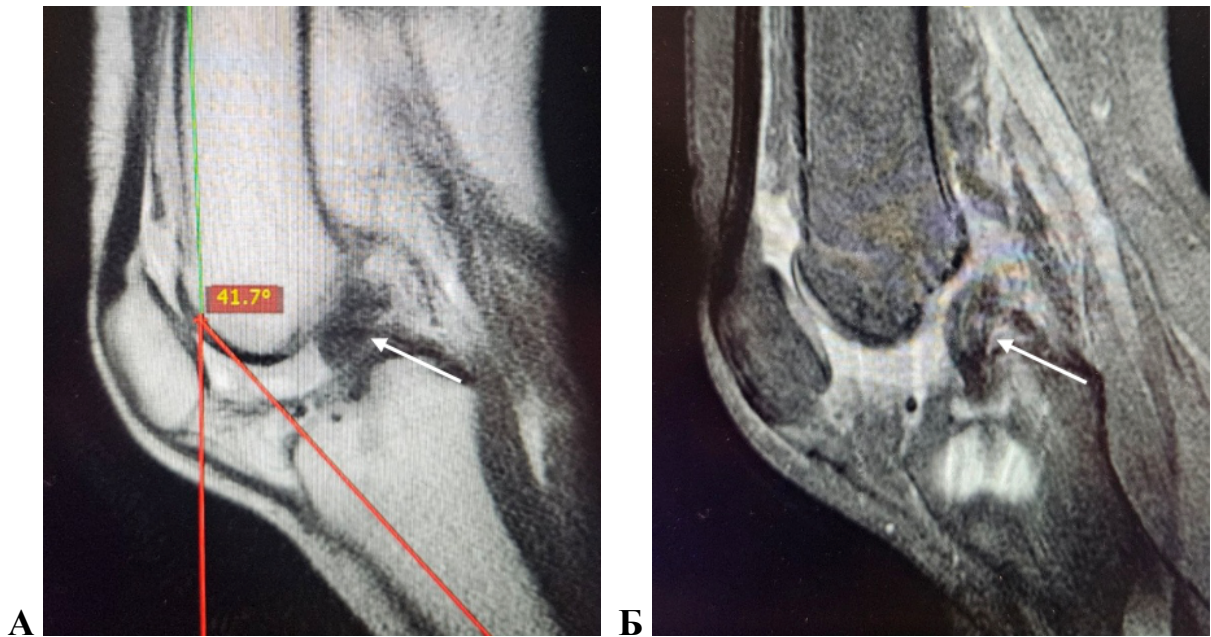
фМРТ. Функциональная МРТ коленного сустава в кососагиттальной плоскости, ориентированной по трансплантату ПКС. Стрелкой показан трансплантат ПКС в положении сгибания на $41,7^\circ$ в движении в реальном времени (А) и псеводинамическом режиме (Б). Отмечается физиологический изгиб трансплантата ПКС кпереди как у нативной ПКС – признак анатомически выполненной пластики ПКС с правильно выбранной позицией каналов в местах футпринтов бедренной и большеберцовых костей
